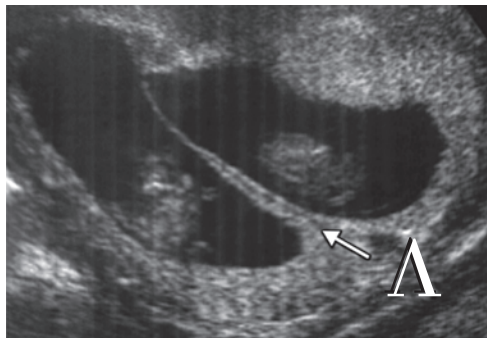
Ultrassonografia: gestação gemelar dicoriônica (sinal do lambda) com permeação trofoblástica para dentro da membrana intergemelar.
